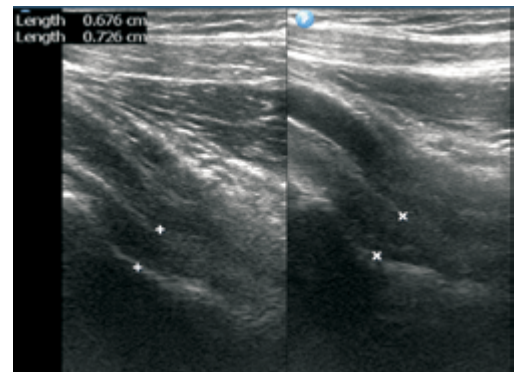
Ultrasound examination: a cross-section, the tumor of the periarticular soft tissue (ganglion)
